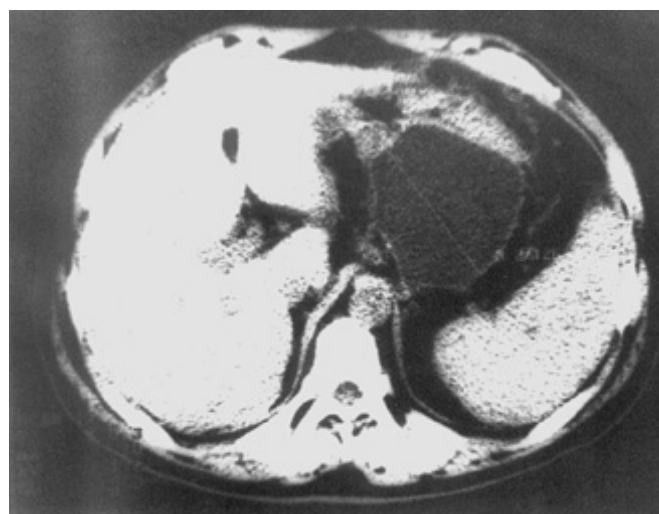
КТ. Киста тела и хвоста ПЖЖ.
